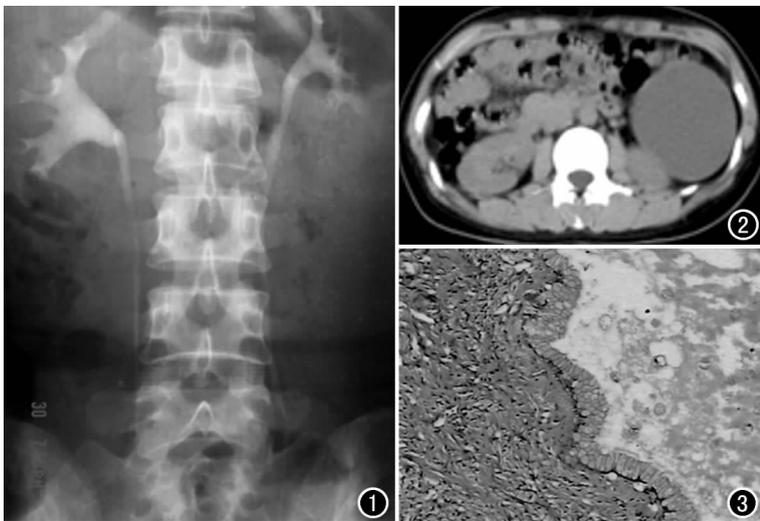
IVP示左侧输尿管中上段受压向内侧移位。图2 CT示左肾下极前外侧一囊状低密度影,壁及边缘光整,与左肾下极分界清楚。
